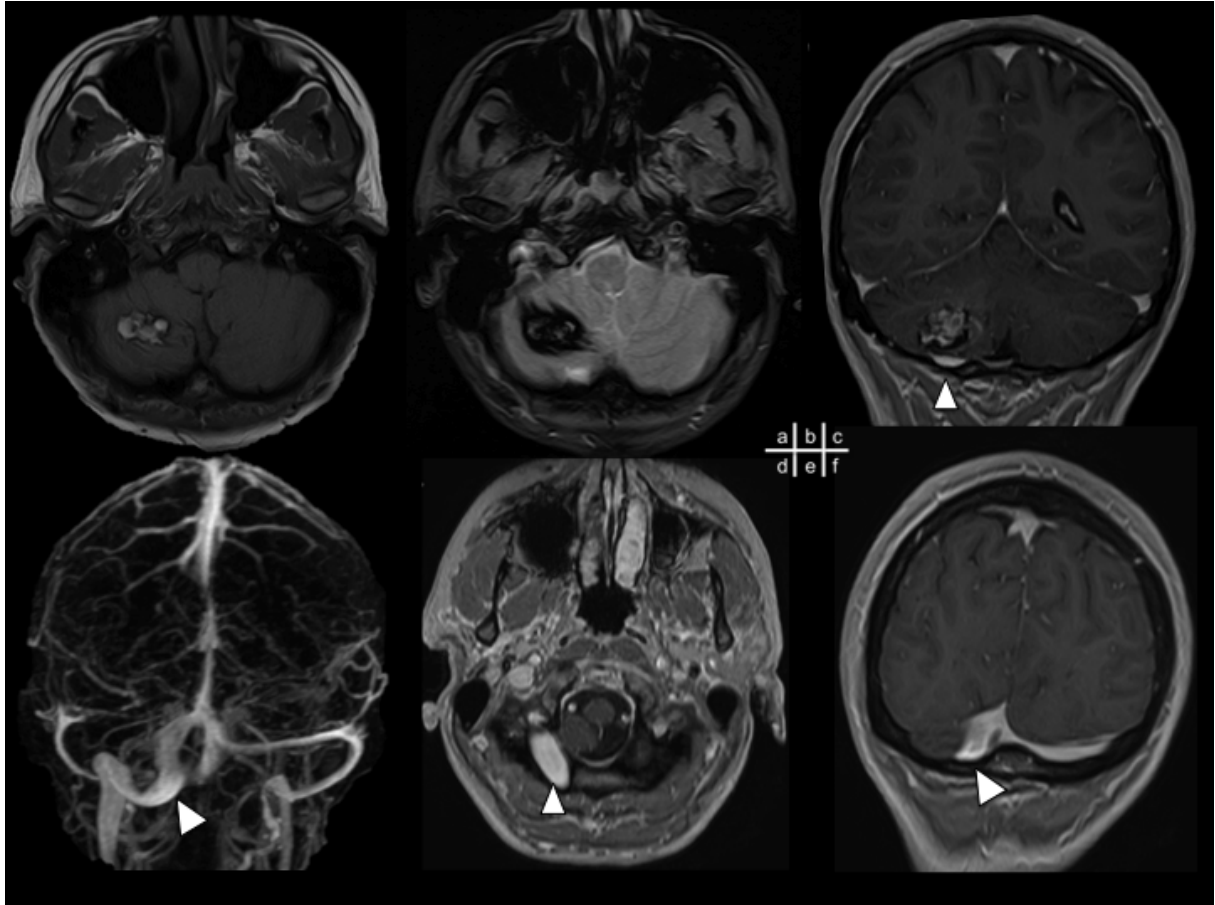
IRM préopératoire : Sinus occipital droit gênant la voie d'abord d'un cavernome cérébelleux droit. Drainage occipital prédominant et absence de sinus transverse proximal en amont du sinus tentoriel latéral.
